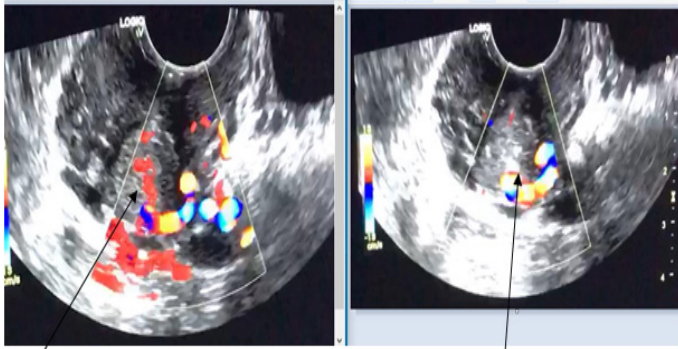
Aspect en échographie Doppler de pseudo anévrysme.
